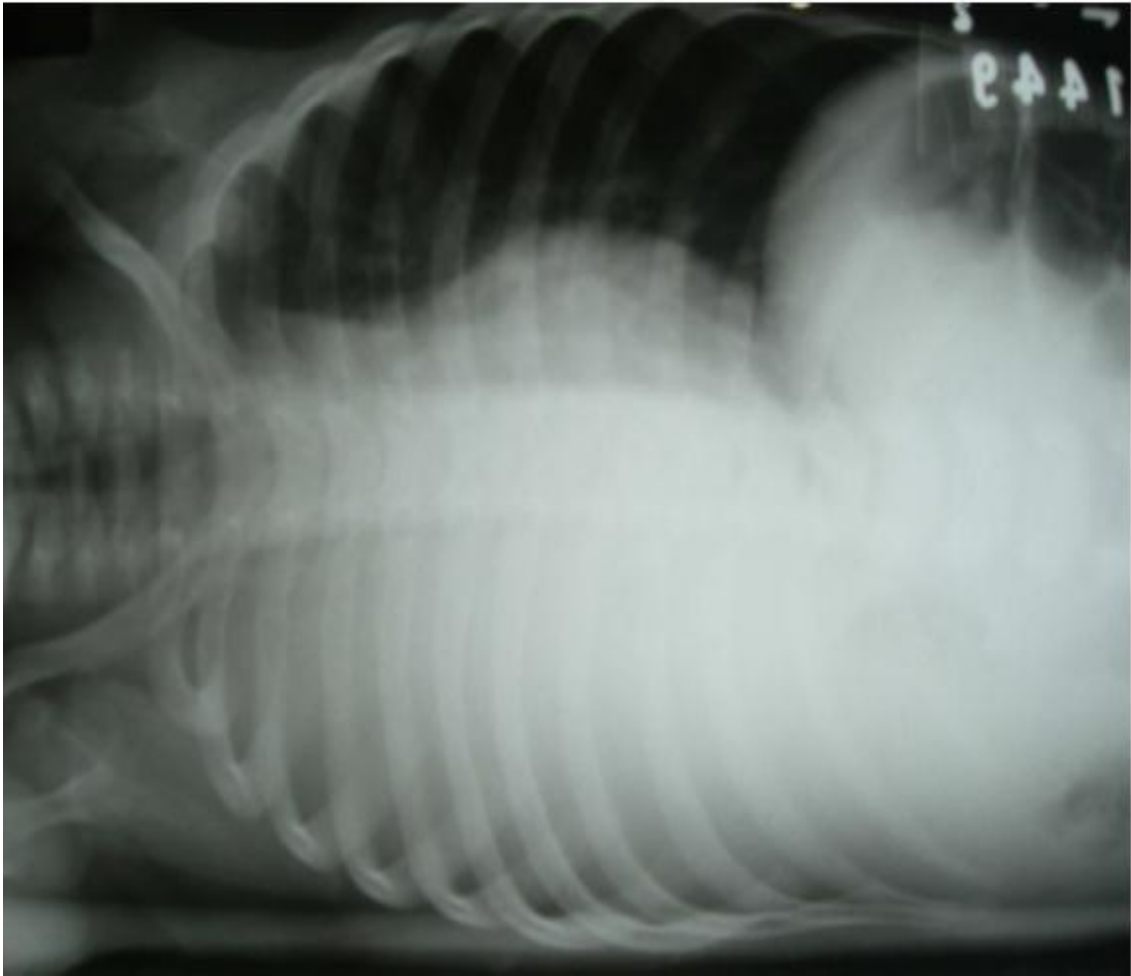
Radiografia de tórax do caso 225
